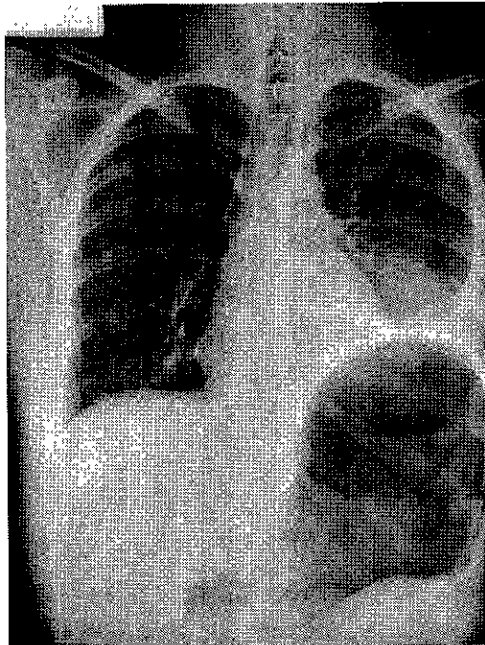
Radiografía de Tórax con sistema AMBER en la que se observa, borramiento de senos costo diafragmáticos y cardiofrénicos. Elevación del hemidiafragma izquierdo. Datos de neumomediastino. Hay dilatación severa del estómago en cual muestra neumatosis.
